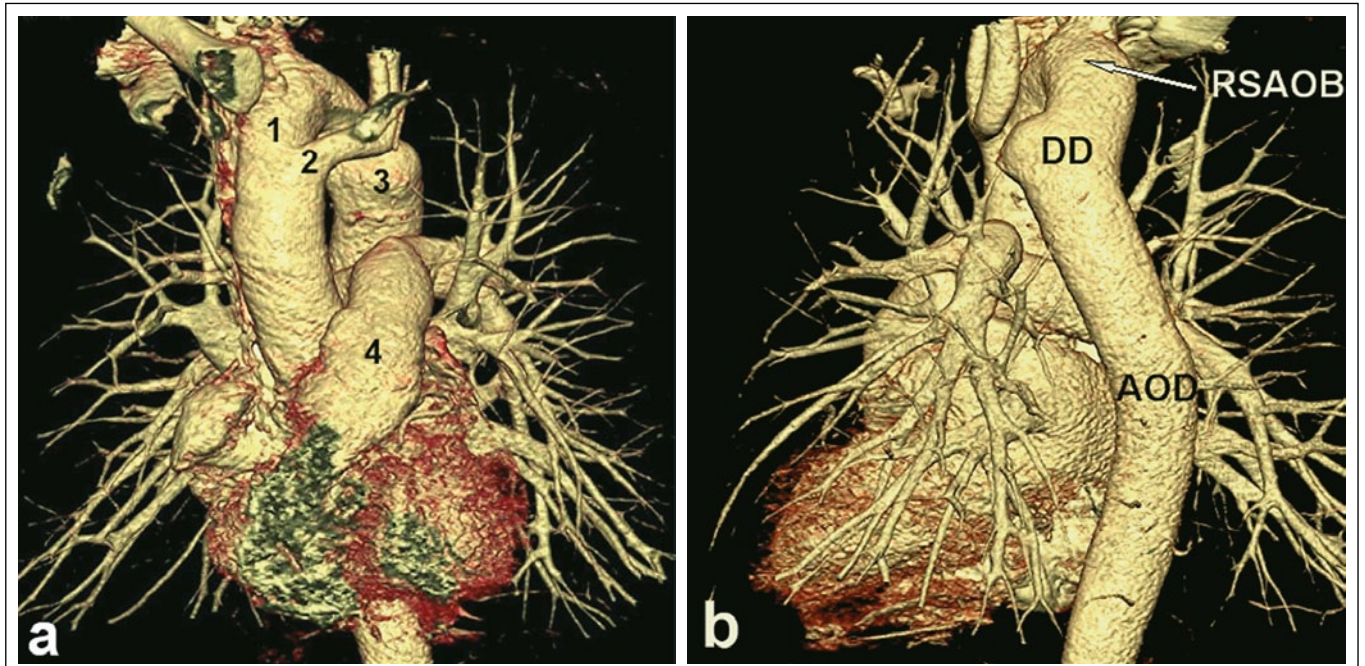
CT-Angiographie der thorakalen Aorta. Darstellung der komplexen Aortenpathologie in „volume rendering technique“. (a): Ansicht von anterior mit Darstellung des RSAOB (1), des Truncus brachiocephalicus links (2), des Ductus-Divertikels (3) und des Truncus pulmonalis (4); (b): posteriore Ansicht mit Visualisierung des Ductus-Divertikels (DD) und des rechtsseitigen paravertebralen Verlaufs der Aorta descendens (AOD).
